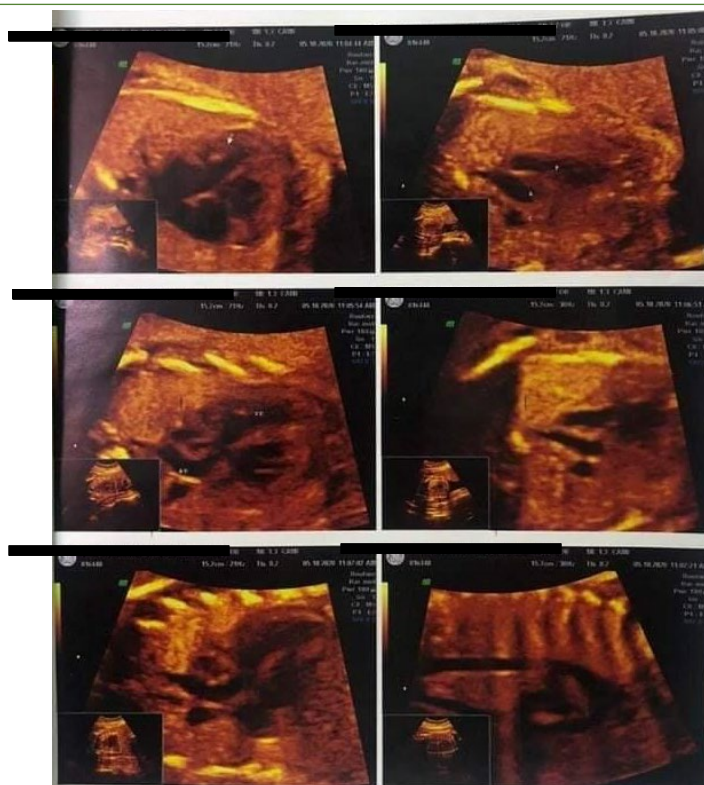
Ecocardiograma fetal evidenciando estruturas dentro da normalidade, com foco hiperecogênico em ventrículo esquerdo medindo 0,23 cm de diâmetro. Edição realizada na identificação da paciente para preservar a imagem da mesma.
